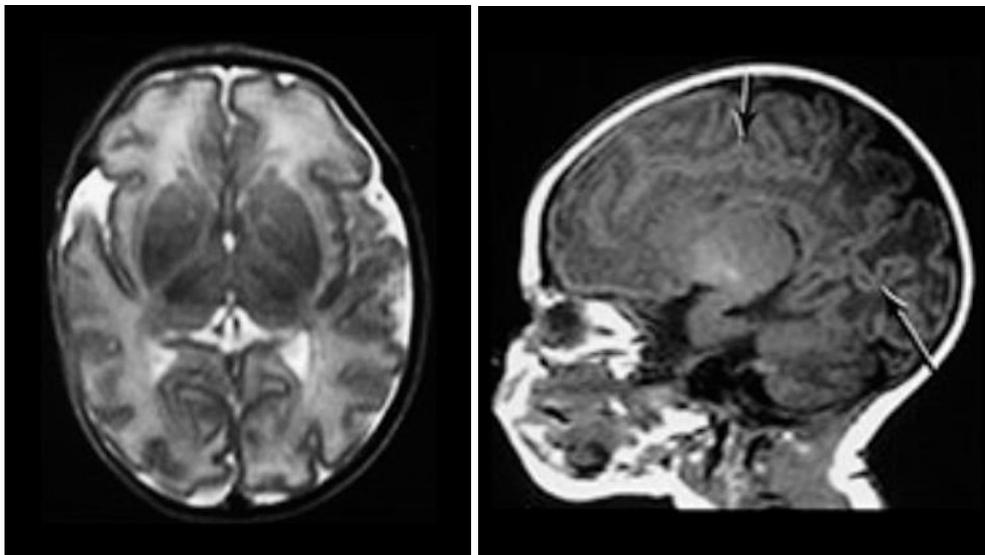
Imágenes de resonancia magnética craneal a las 34 semanas de EG
